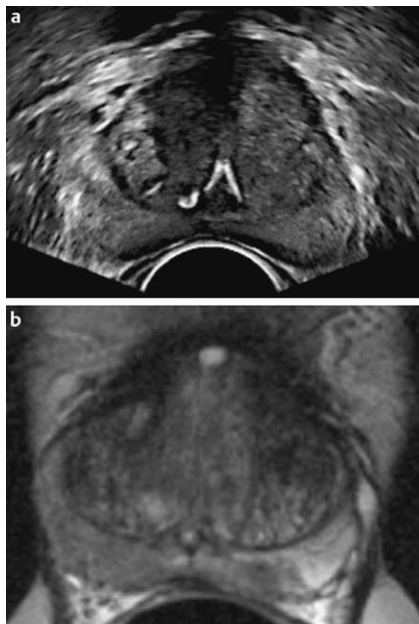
a Hochmoderner B-mode TRUS bei 12 MHz. Transversalschnitt der Prostata auf Höhe des Colliculus seminalis (mit Verkalzung). Darstellung der Kapsel und Pseudokapsel. b Darstellung der Prostata mit 1,5 T MRT und Endorektalspule im gleichen Prostatabereich.
